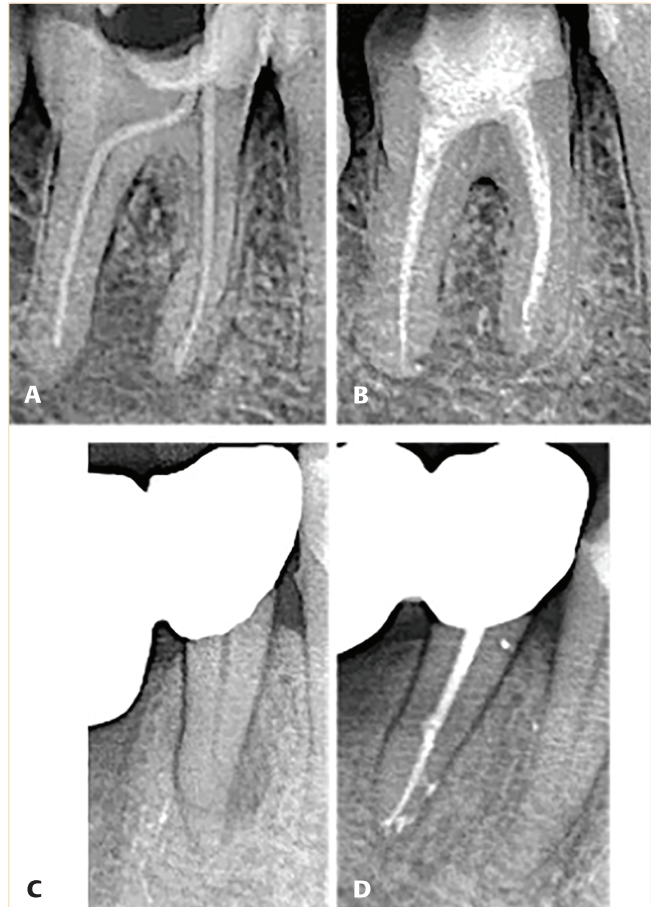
Radiografi të rasteve të periodontitit apikal kronik nga grupi i studimit. Në A dhe B tregohet molari me nr. 36 përpara trajtimit dhe pas 12 muaj. Ndësa në C dhe D tregohet premolari me nr. 45 përpara trajtimit dhe pas 12 muaj. Tek të dy rastet, vihet re një rigjenerim i plotë kockor.
